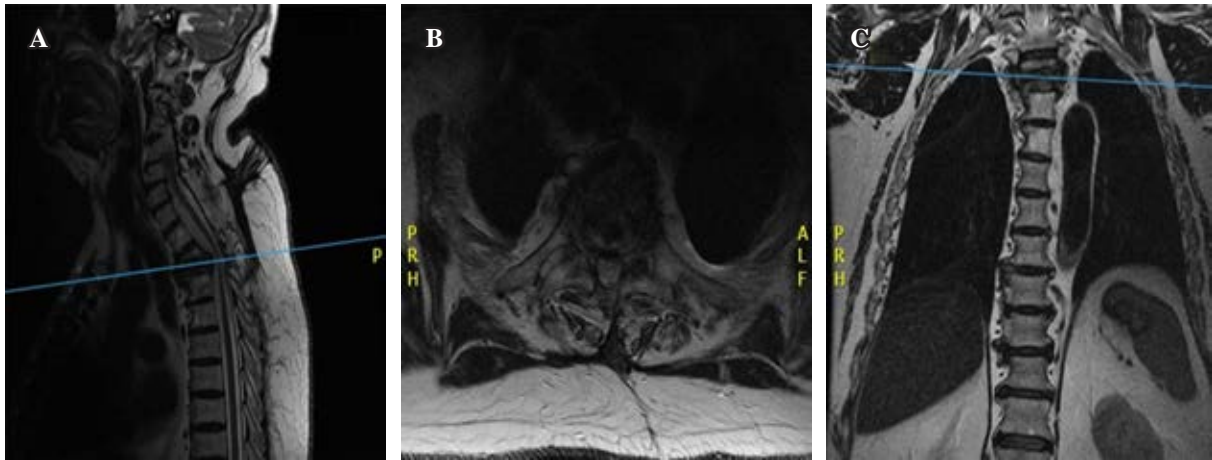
MRI T2 sequence. A) Sagittal view showing T2-T3 vertebral collapse with secondary kyphosis. B) Axial view at T2-T3 showing severe spinal cord compression. C) Coronal view showing vertebral collapse at T2-T3.
